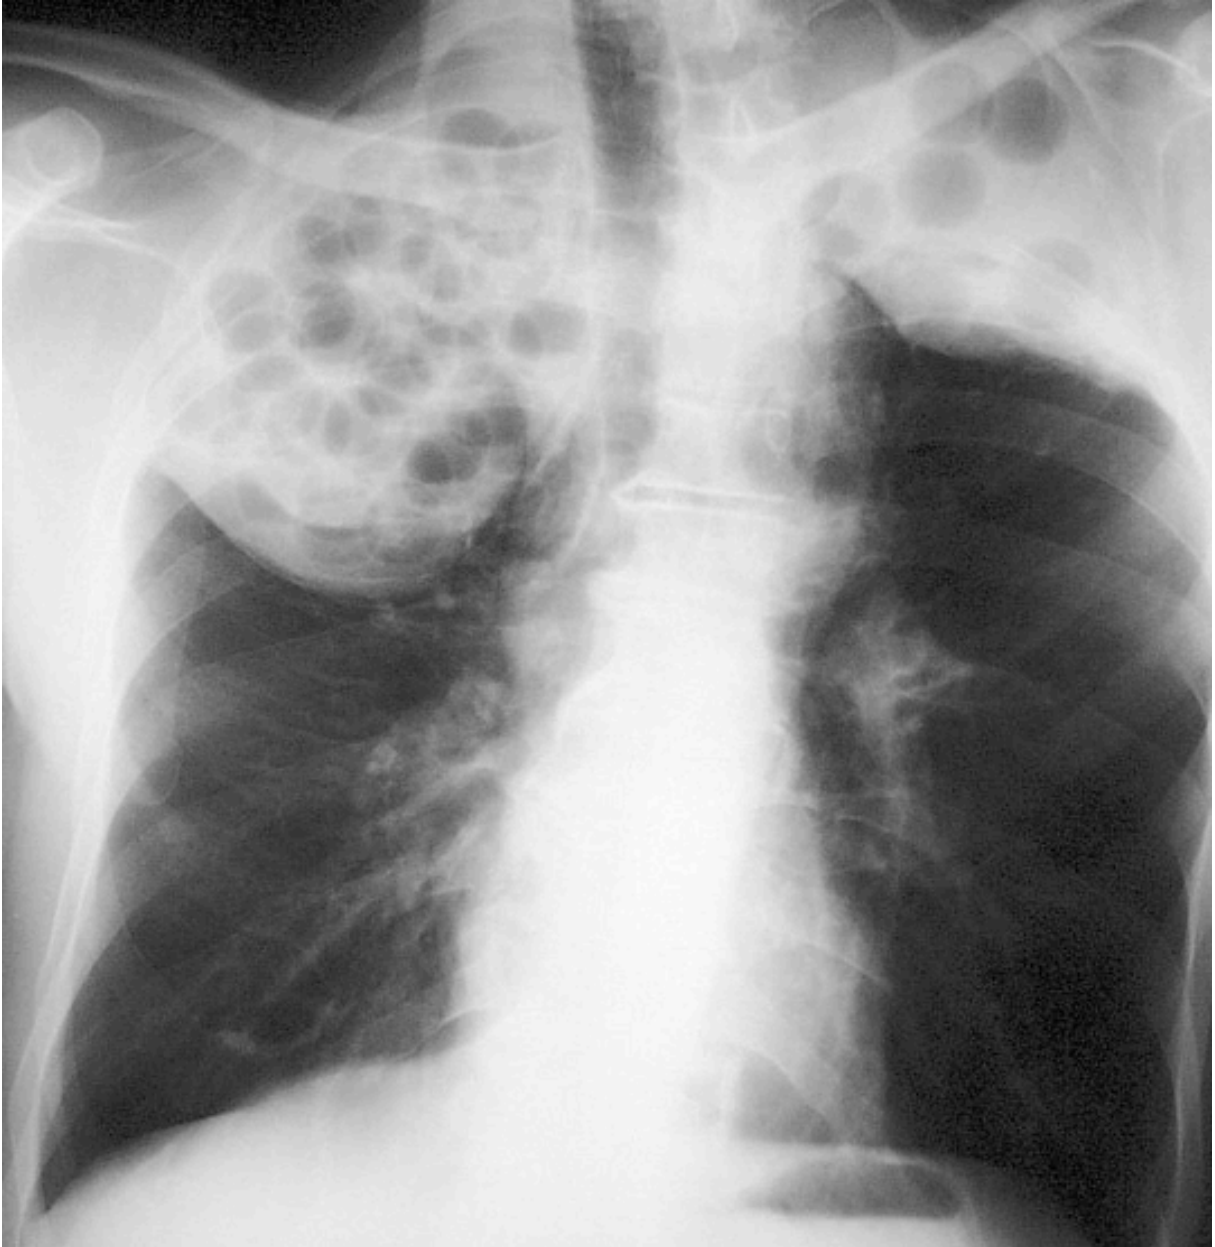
Radiographie pulmonaire montrant un tuberculome dans le poumon droit. (11)
